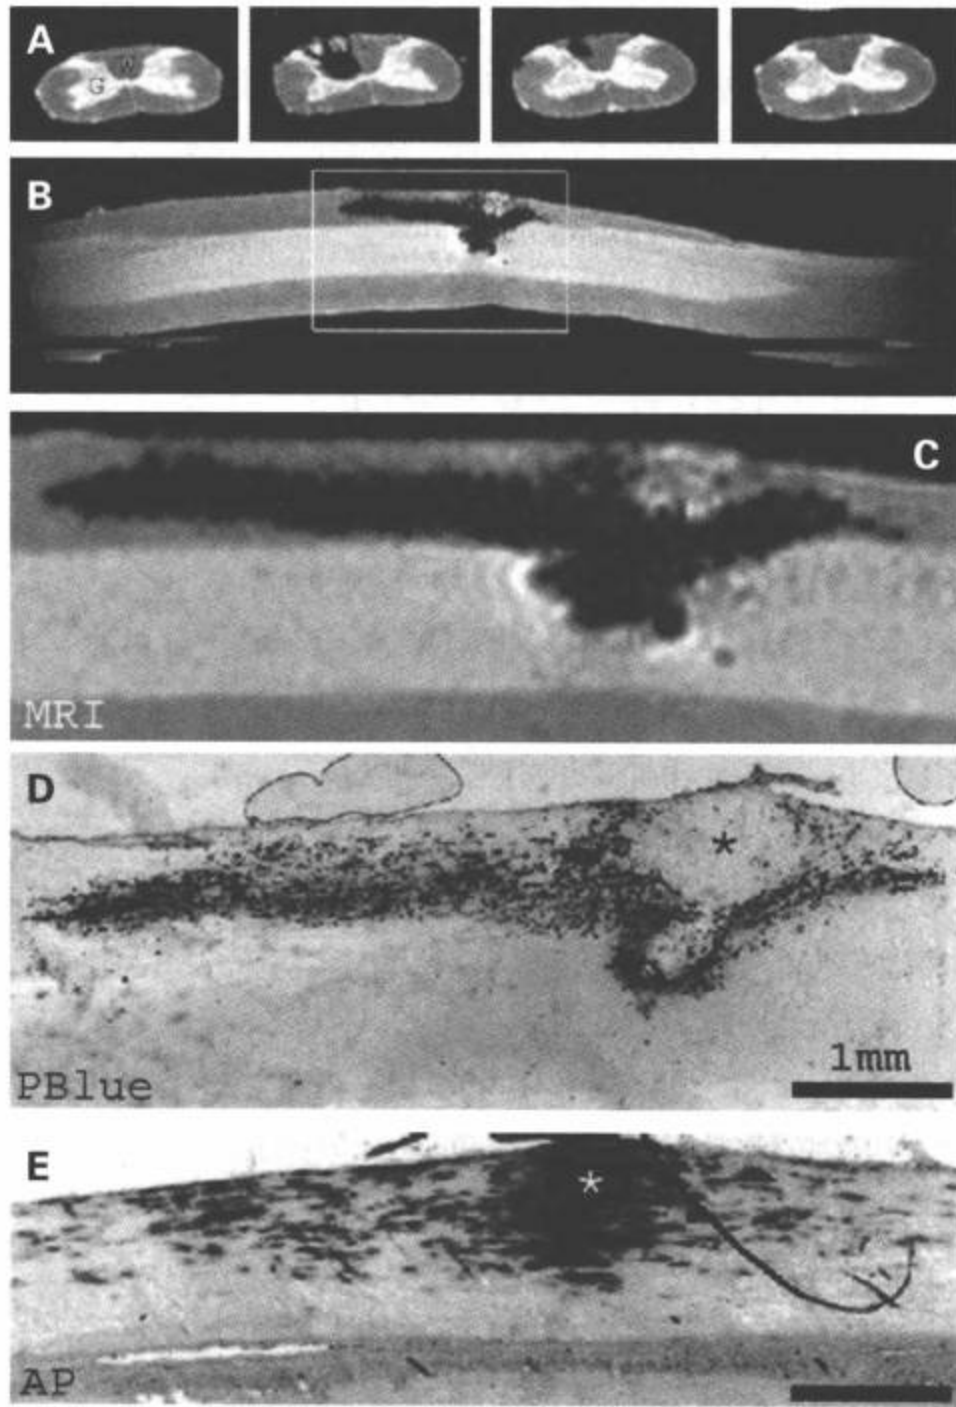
用氧化铁 (Faerri-dex; Berlex Laboratories, Wayne, NJ) 标记的神经元限制性的前体干细胞和胶质细胞限制性的前体干细胞, 随后植入完整的鼠脊髓内。移植后 5 周获取的离体横断面 (A) 和矢状面 MR 图像 (B, C) 显示移植细胞为暗区。用铁染剂普鲁氏蓝染色的组织学图像 (D) 显示 MRI 和含铁细胞是相关的。用碱性磷酸酶标记转基因鼠的移植细胞, 并用碱性磷酸酶染色的组织学图像 (E) 显示, MRI 上的暗区与移植细胞是对应的。显示这种技术能够检测已经移行到移植部位头侧和尾侧的移植细胞。在移植部位的中心区, 由于高度增殖的细胞冲淡了氧化铁标记, MRI- 组织结构的一致性较少 (星号)。(图像由 Angelo Lepore, PHD, Johns Hopkins University 提供)
